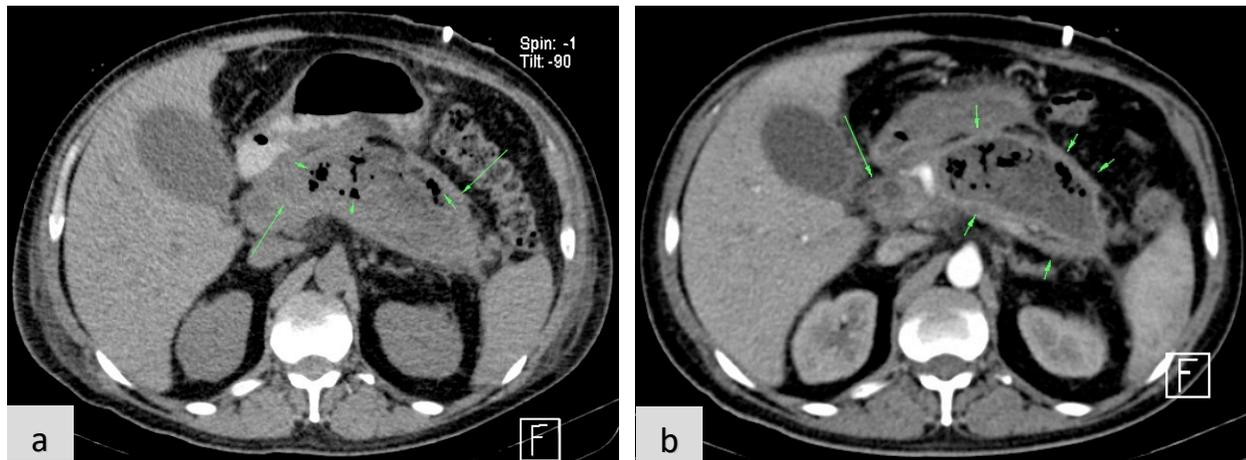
Paciente Masculino de 49 años de edad con diagnóstico de pancreatitis aguda necrotizante y presencia de colección localizada en saco menor con cultivo del líquido positivo. a) la TC axial en fase simple, muestra colección heterogénea aparentemente encapsulada, alojada en el saco menor (flechas largas), con algunas burbujas de gas en su interior (cabezas de flecha). b) La imagen de TC + C en plano axial, muestra reforzamiento homogéneo de la pared de dicha colección, la cual se observa gruesa (flechas cortas); así mismo se demuestra la relación que guarda con la cabeza del páncreas (flecha larga), lo que sugiere origen en el cuerpo pancreático. La colección fue catalogada como WON, con infección de la necrosis.
